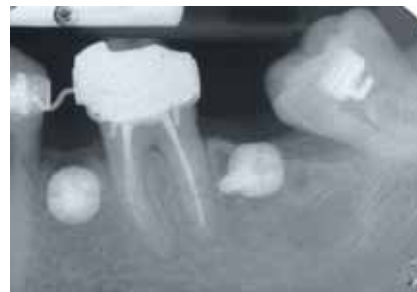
Radiografia endorale di controllo con OASS inserite.
